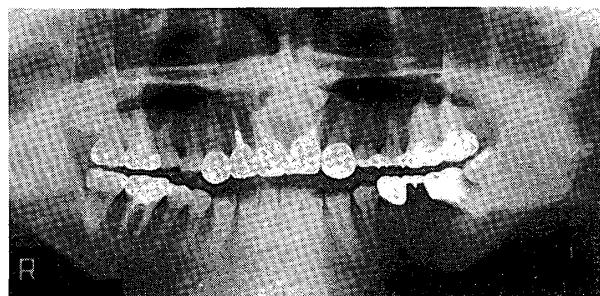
Case 3: Postoperative panoramic radiograph
